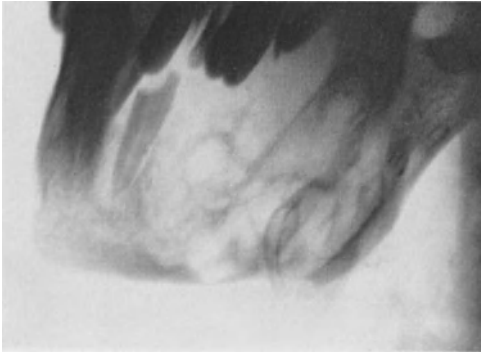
Röntgenbild des Unterkiefers. Riesenzellgeschwulst (1929).
